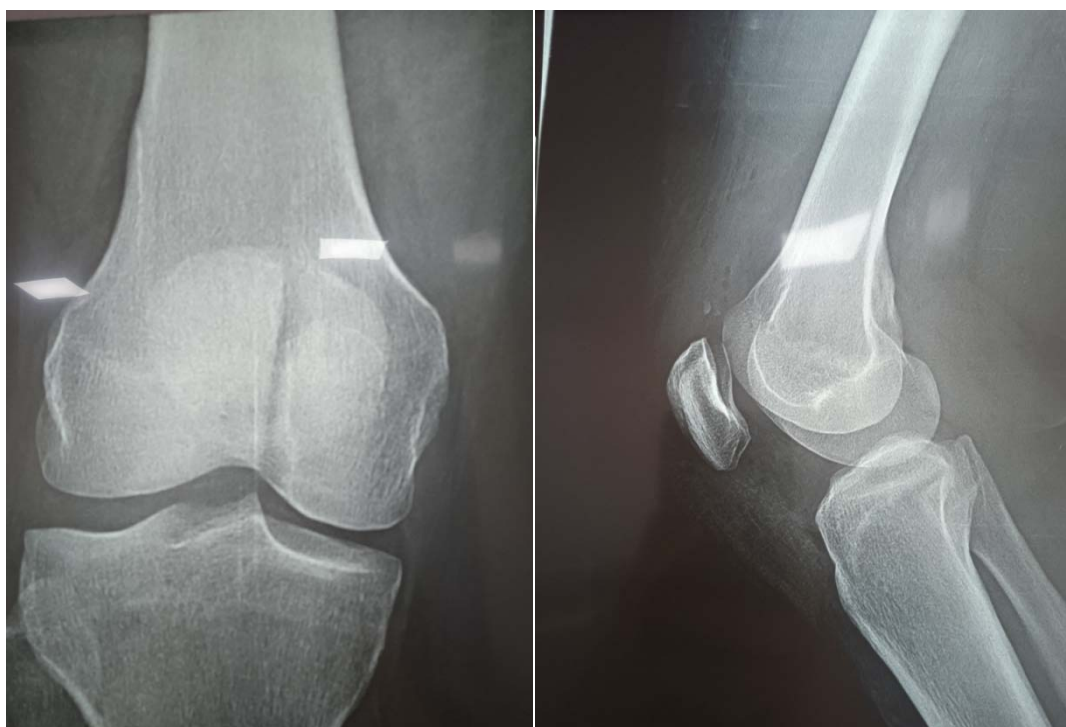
Radiographie de face et profil de la fracture de la patella type IV selon la classification
